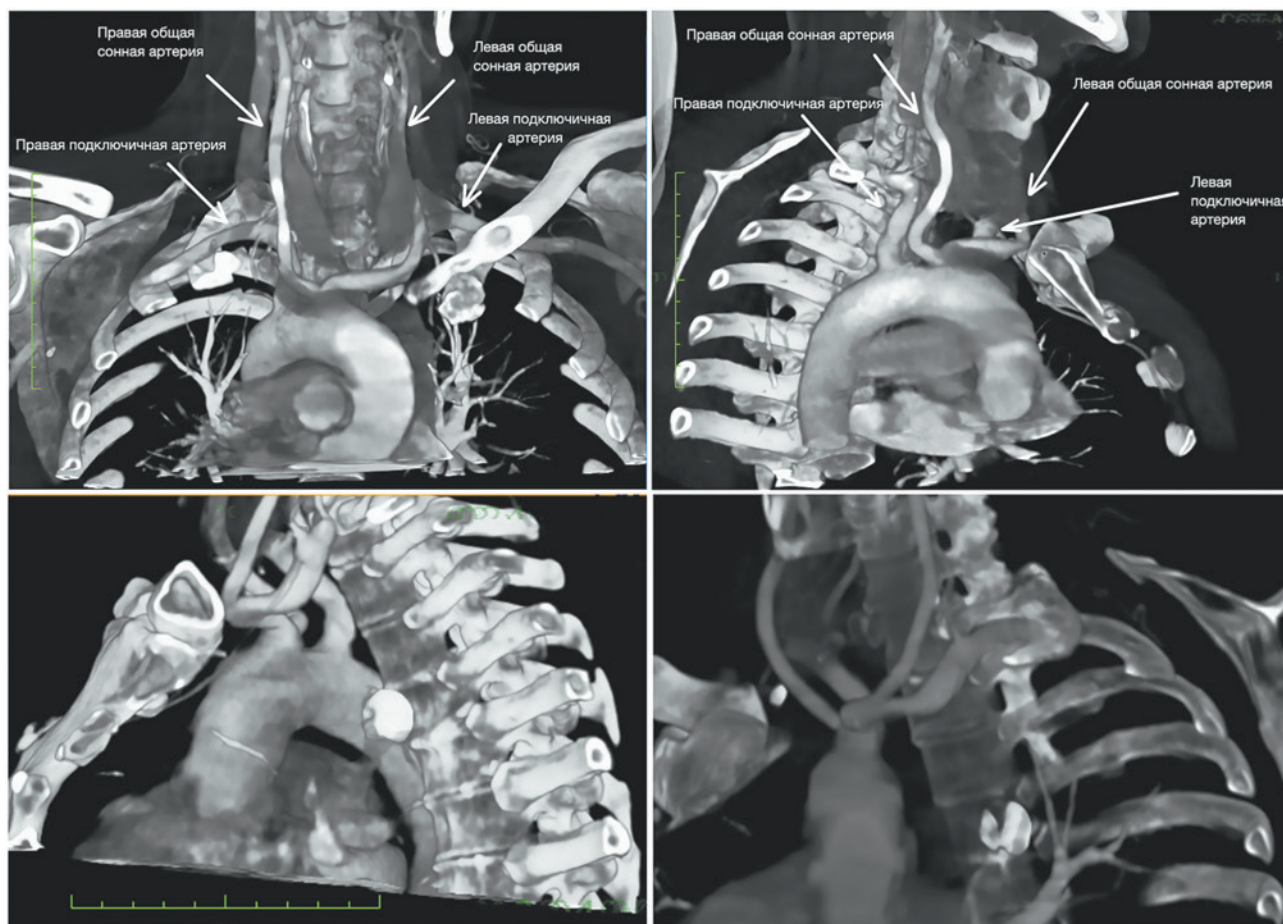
МСКТ-аортография пациента.
